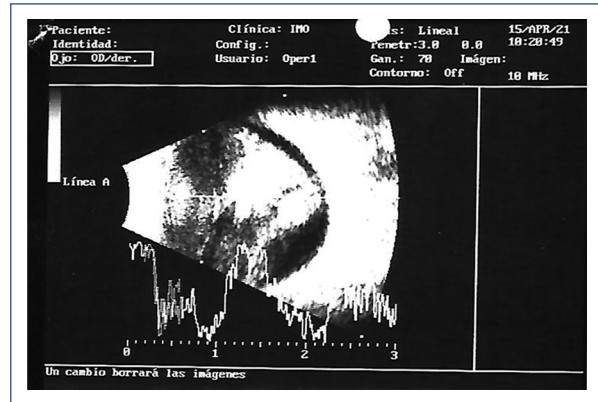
Ecografía modo B del ojo derecho: globo ocular fágico, cavidad vítrea con eco en masa, ecos no móviles y de alta reflectividad sugestivos de calcio interior y desprendimiento de retina asociado.
